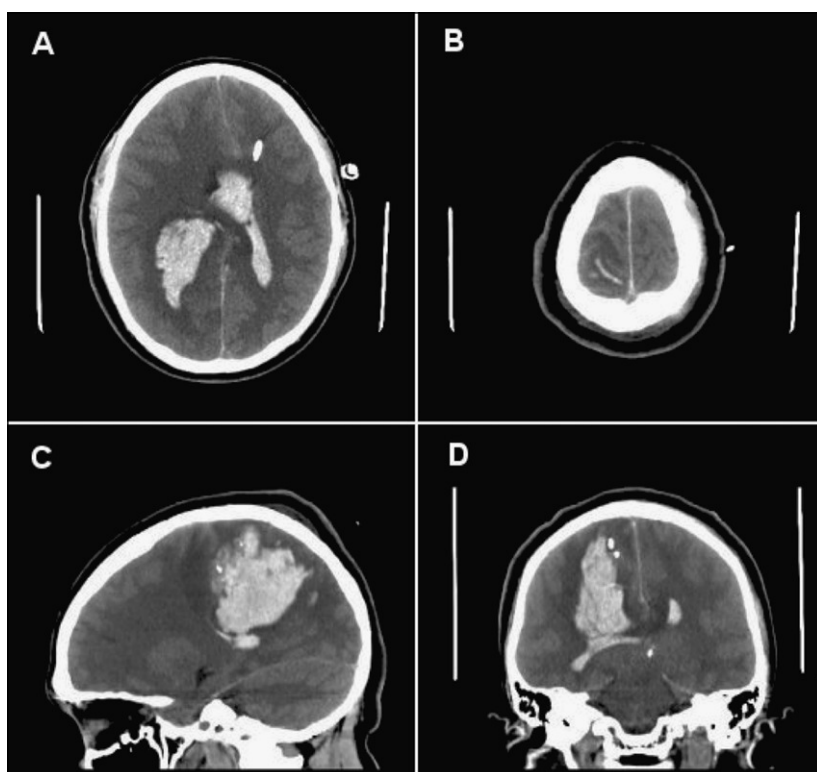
Caso 2, Tomografía computada preoperatoria en cortes axiales (A,B), sagital (C) y coronal (D) que demuestran el hematoma intracerebral y su relación con la corteza.
